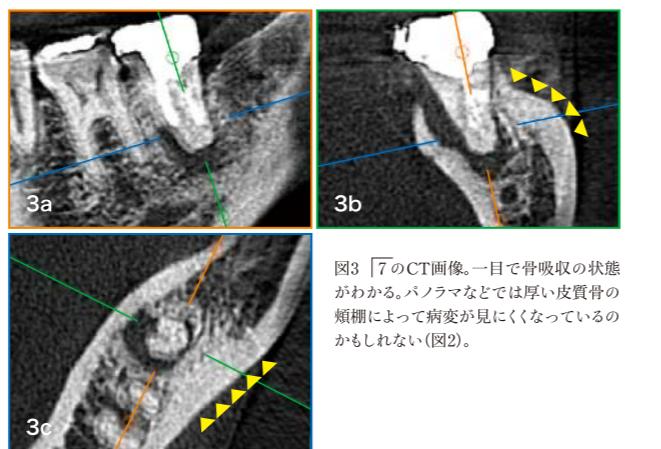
7のCT画像。一目で骨吸収の状態がわかる。パノラマなどでは厚い皮質骨の頬柵によって病変が見にくくなっているのかもしれません(図2)。
